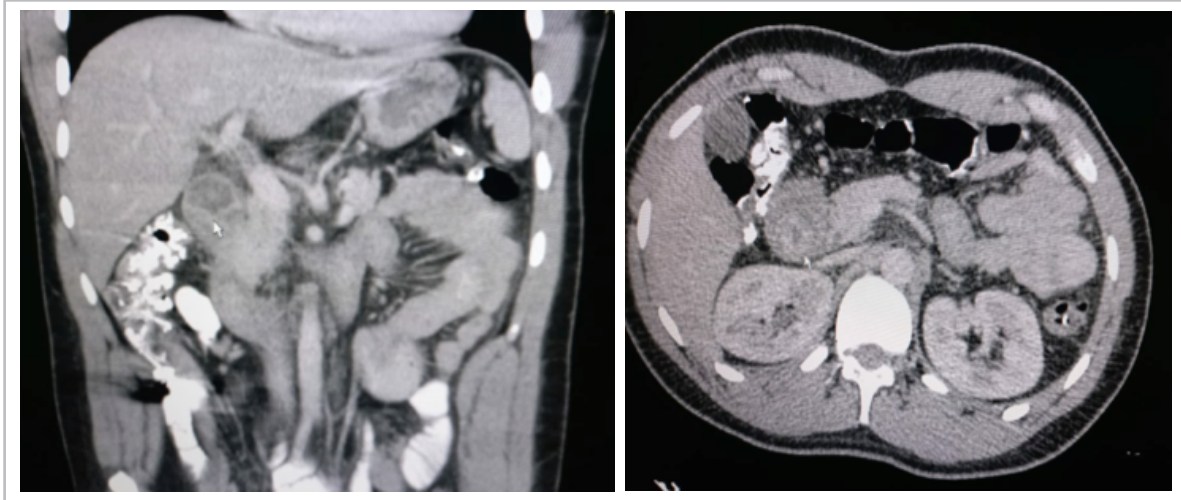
Tomografía abdominopélvica contrastada mostrando engrosamiento del duodeno (flechas) resto de estructuras sin alteraciones.
